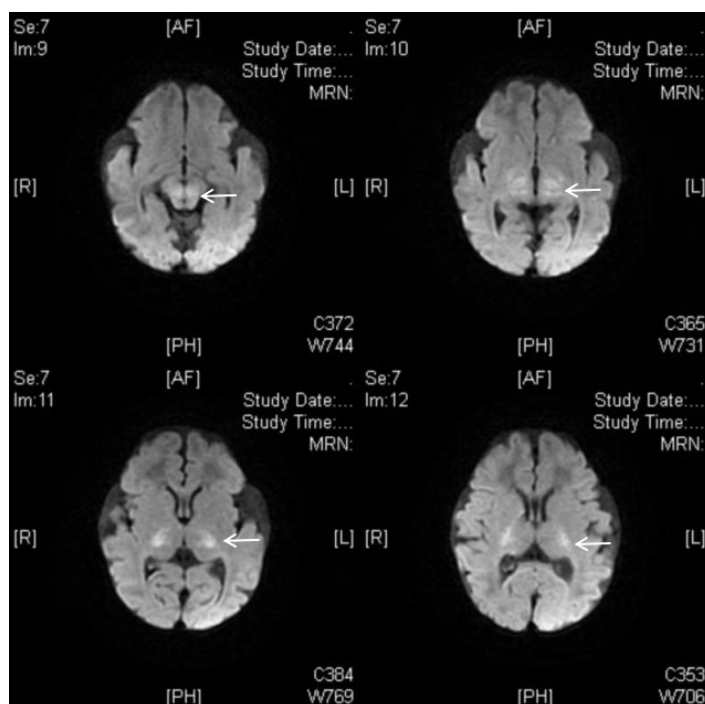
Cranial MR: Symmetrical strip-like DWI hyperintensity in bilateral corticospinal tract travel areas, bilateral thalamus, brainstem, and bilateral cerebellar hemispheres
